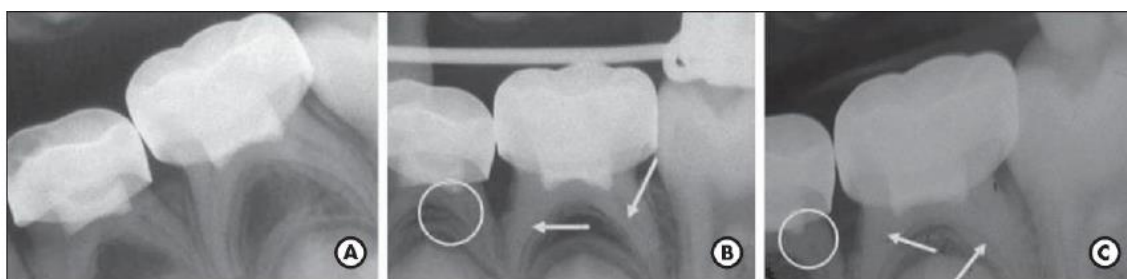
Radiografias dos dentes 74 e 75 após pulpotomia com MTA
